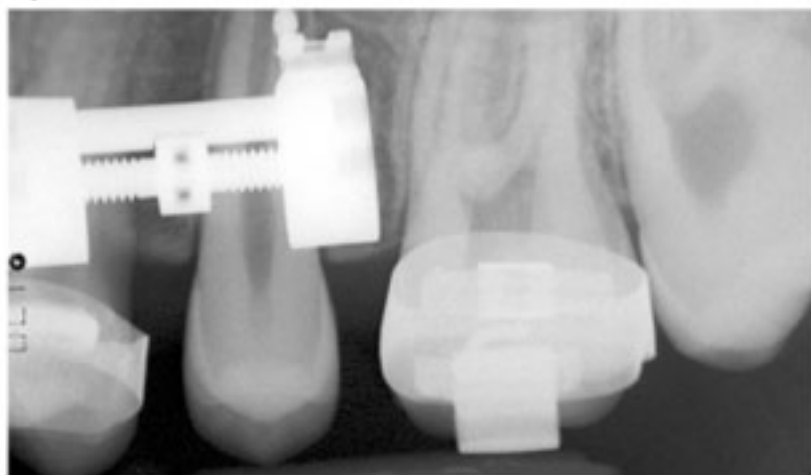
Caso B: radiografia endorale dell'emiarcata superiore sinistra dopo distalizzazione del molare superiore
